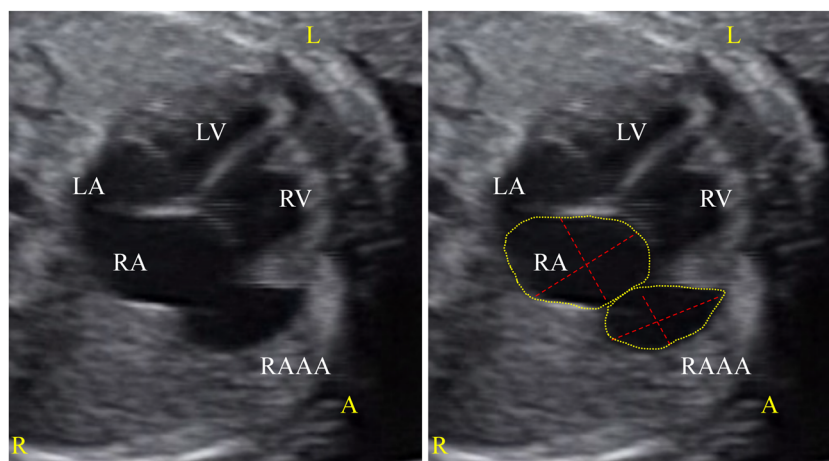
Fetal echocardiogram (29 weeks 0 days)
